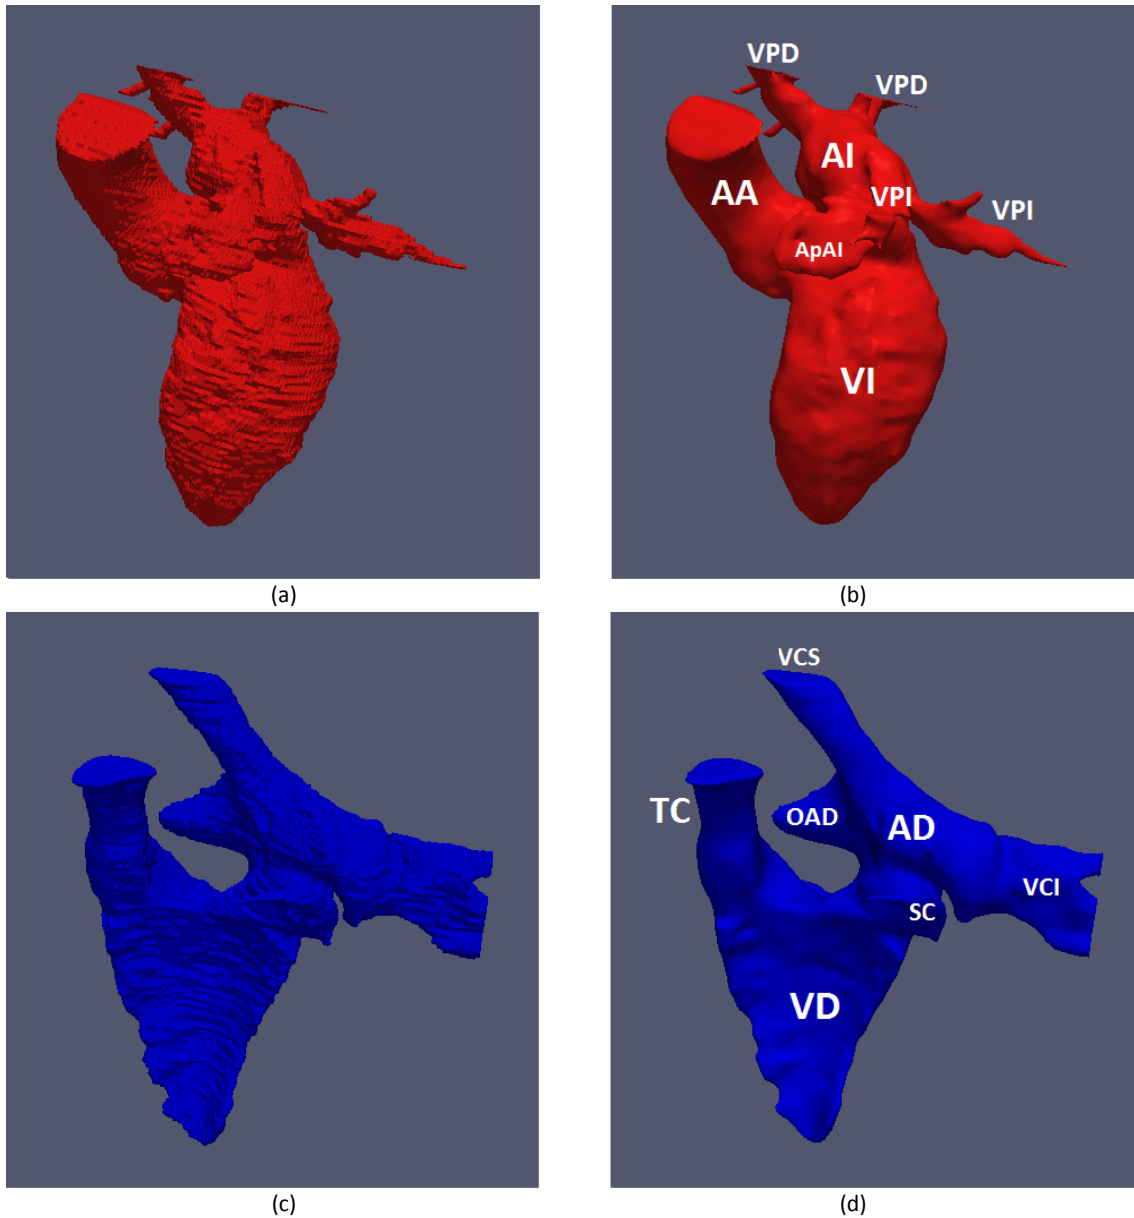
Modelos de superficie de los endocardios. (a) Malla de superficie del endocardio izquierdo en crudo. (b) Malla del endocardio izquierdo refinada. (c) Malla de superficie del endocardio derecho en crudo. (d) Malla del endocardio derecho refinada. VI: ventrículo izquierdo. VD: ventrículo derecho. AI: aurícula izquierda. AD: aurícula derecha. ApAI: apéndice de la AI. OAD: orejuela de la AD. AA: arteria aorta. TC: tronco pulmonar. VPI: vena pulmonar izquierda. VPD: vena pulmonar derecha. VCI: vena cava inferior. VCS: vena cava superior. SC: seno coronario
